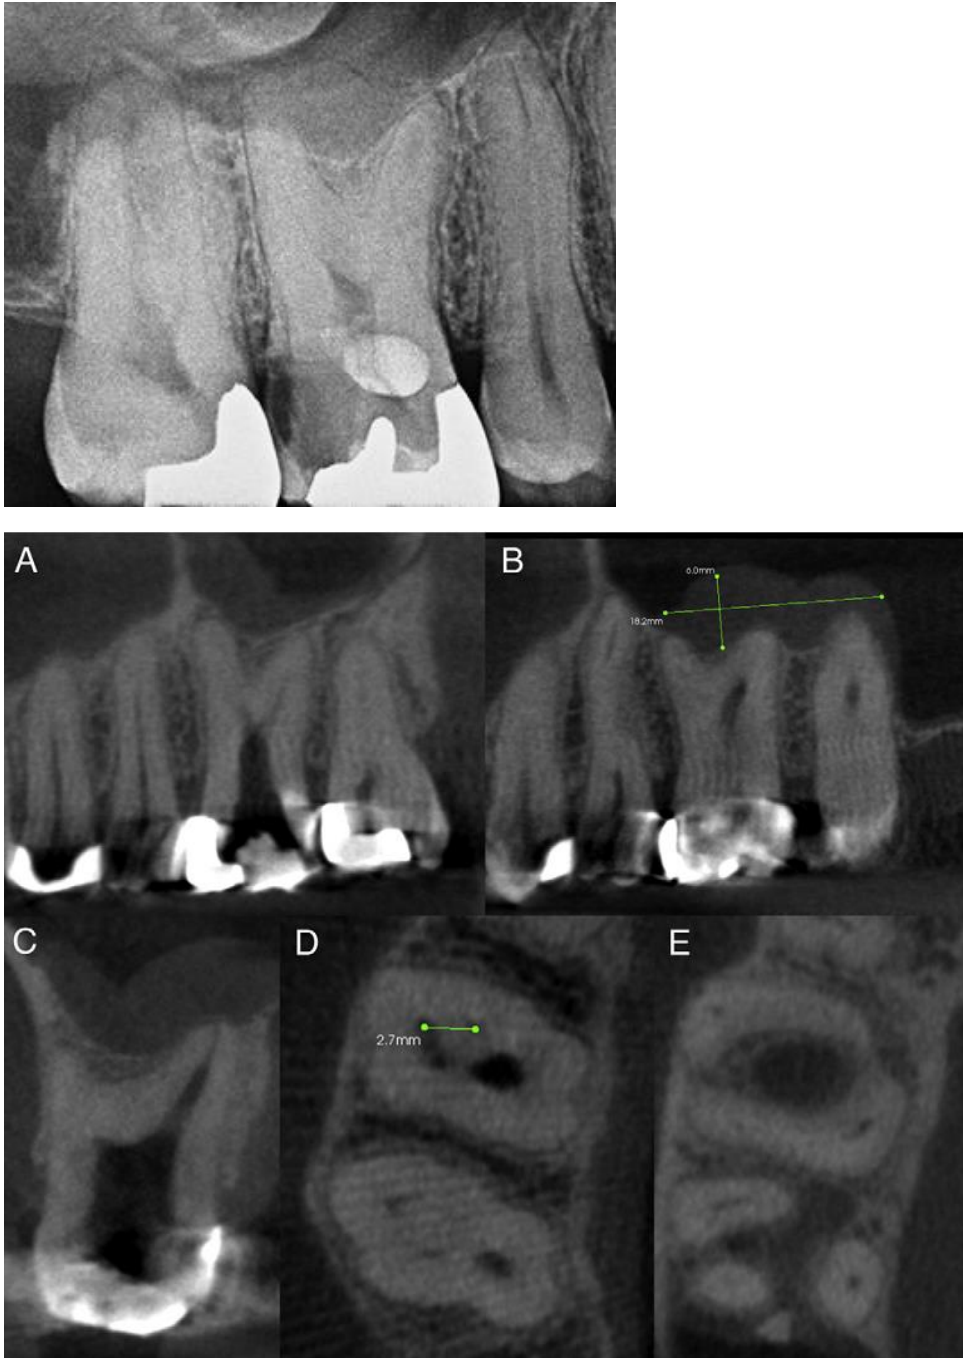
Radiographie rétroalvéolaire (en haut) et coupes de CBCT sagittales (A, B, C) et axiales (D, E) d'une 16 taurodontique ; présence de 4 canaux (34).
